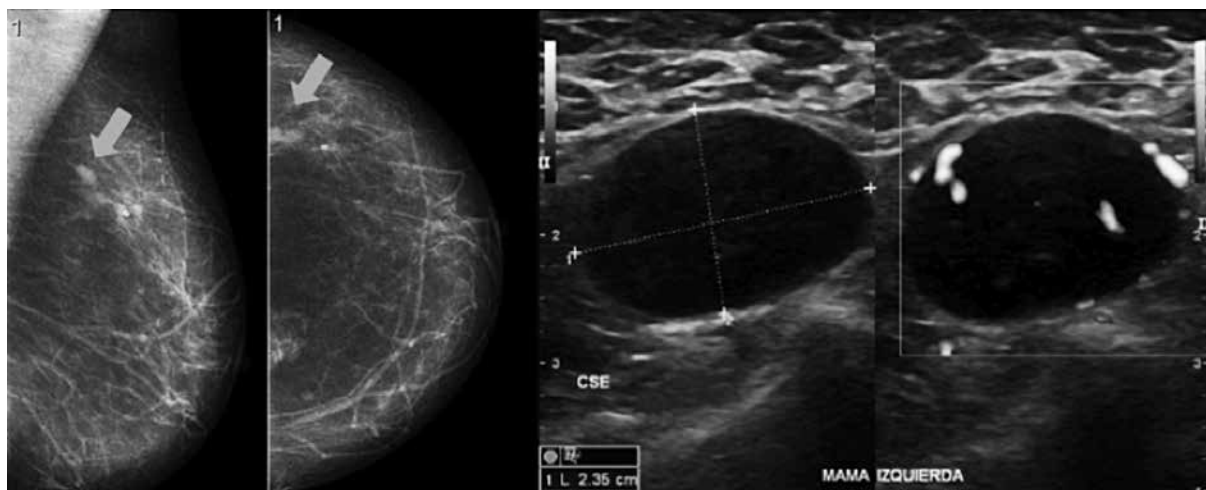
Imágenes tomadas dos años previo al diagnóstico. A) Mamografía: imagen nodular ovalada en los CSE de la mama izquierda. B) Ecografía mamaria: nódulo hipocogénico en los CSE de la mama izquierda. Oncosalud-Auna.
